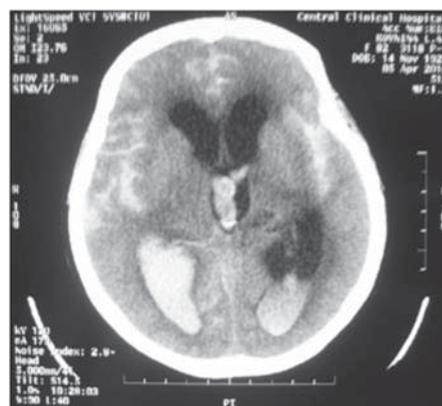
КТ. Массивное субарахноидально-вентрикулярное кровоизлияние.
